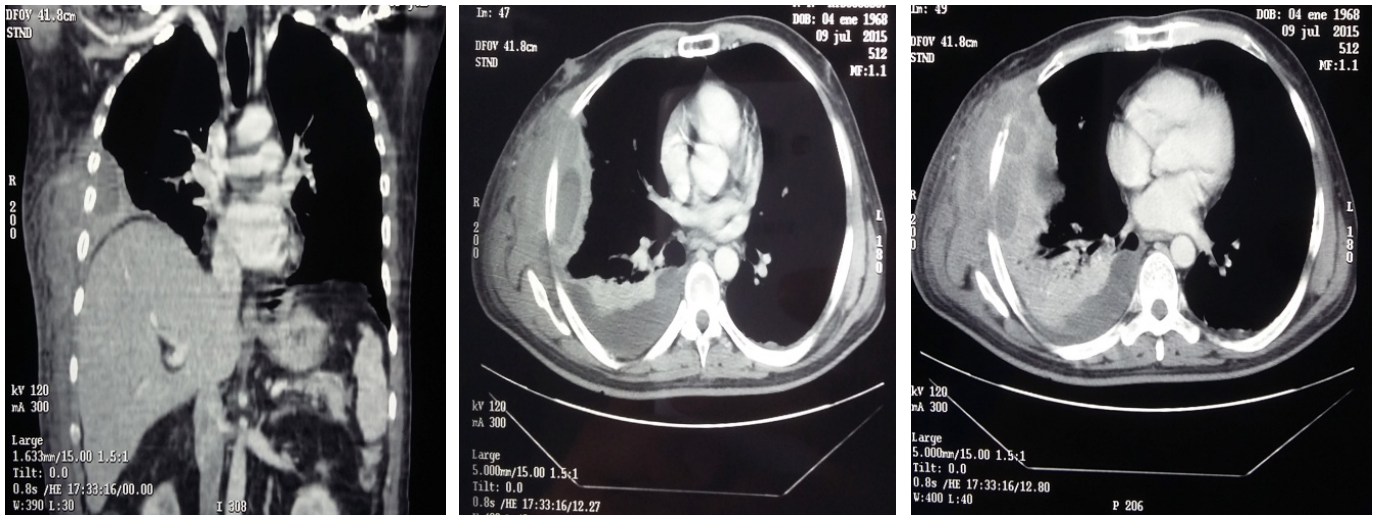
Empiema necessitatis*: tomografía de tórax en fase contrastada. Corte coronal y axiales. Empiema en la cavidad pleural y pared del tórax derecho.
